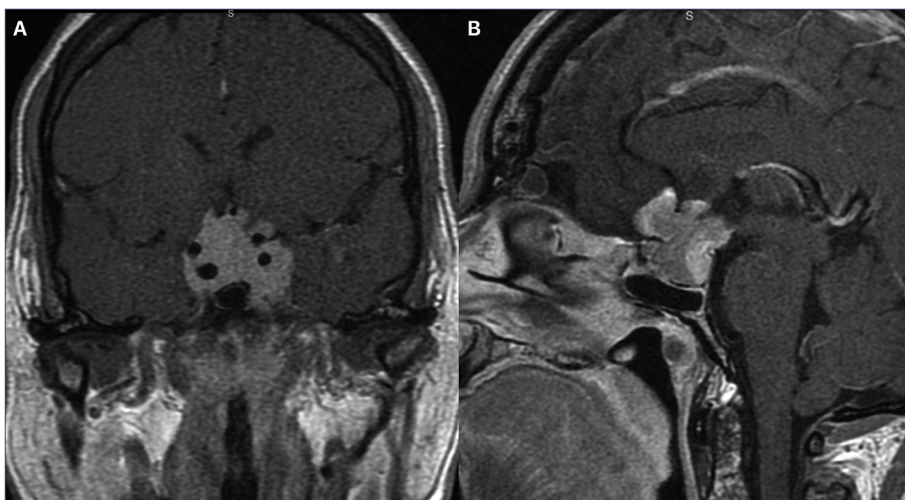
MRI T1weighted with contrast enhancement coronal (a) and sagittal (b) images showed a pituitary mass with suprasellar extension and cavernous sinus invasion, engulfing anterior communicating artery.
